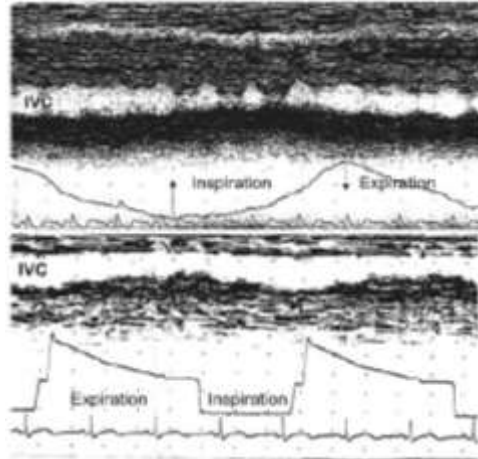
Ecocardiografía en modo M de la vena cava inferior (VCI) en un voluntario saludable que respira espontáneamente (arriba) y ventilación mecánica (abajo). Cambios cíclicos en diámetros IVC son opuestos, el mayor valor observado espiración en respiración espontánea y durante la inspiración en respiración con presión positiva. Tomado sin permiso: Jardín F, Vieillard-Baron A. Ultrasonographic examination of the venae cavae. Intensive Care Med [Internet]. 2006 Feb .
